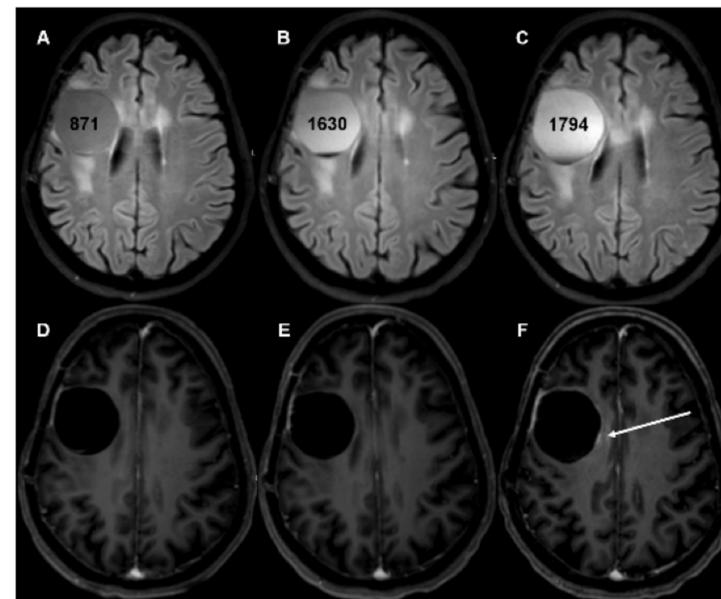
Der FLAIR-Signalanstieg zeigte sich bereits in der Verlaufsbildgebung 3 Monate vor (B, E) dem Kontrastmittelanreichernden Tumorrezidiv (C, F)
